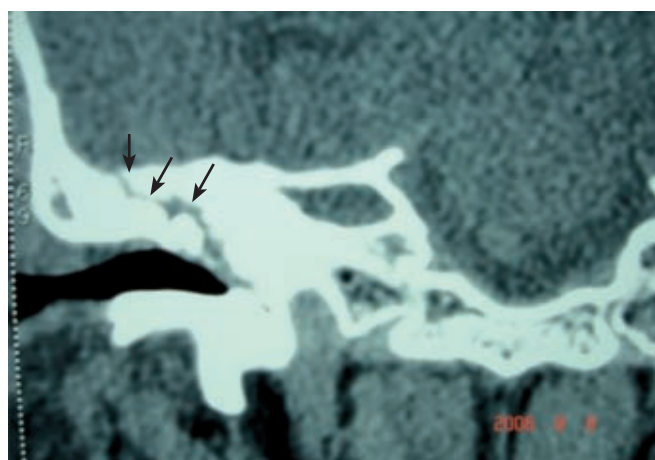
Tomografía realizada después de drenar el empiema subdural. En este corte coronal con ventana ósea nótese –en el hueso temporal– la existencia de un trazo de fractura, que comunica al espacio del oído medio (en la parte inferior) con la fosa cerebral posterior (en la parte superior).
